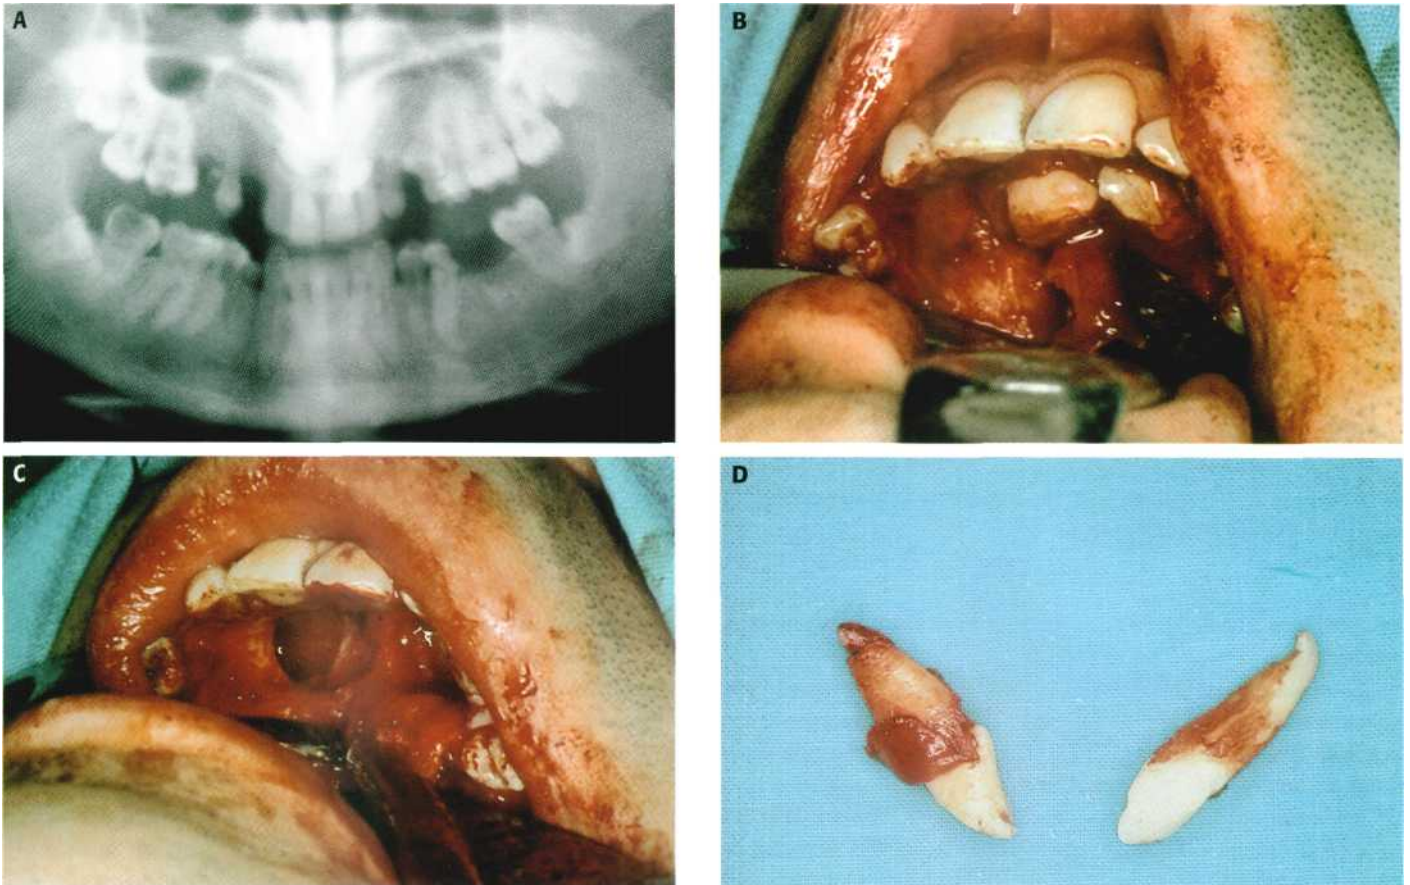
Extracción de dos caninos superiores incluidos. (A) Ortopantomografía. (B) Preparación de un colgajo envolvente palatino y osteotomía que nos permite dar una vía de salida a los dientes incluidos. (C) Extracción. (D) Caninos avulsionados.
